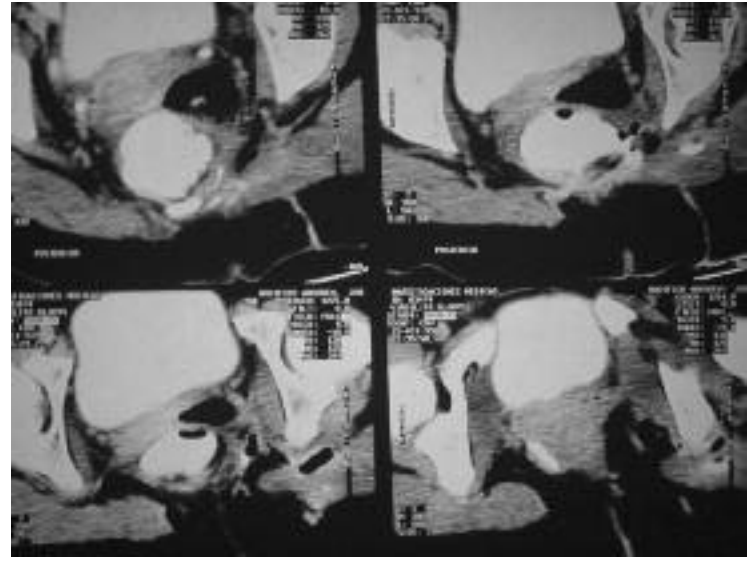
Resonancia nuclear magnética que muestra un absceso laterorrectal
